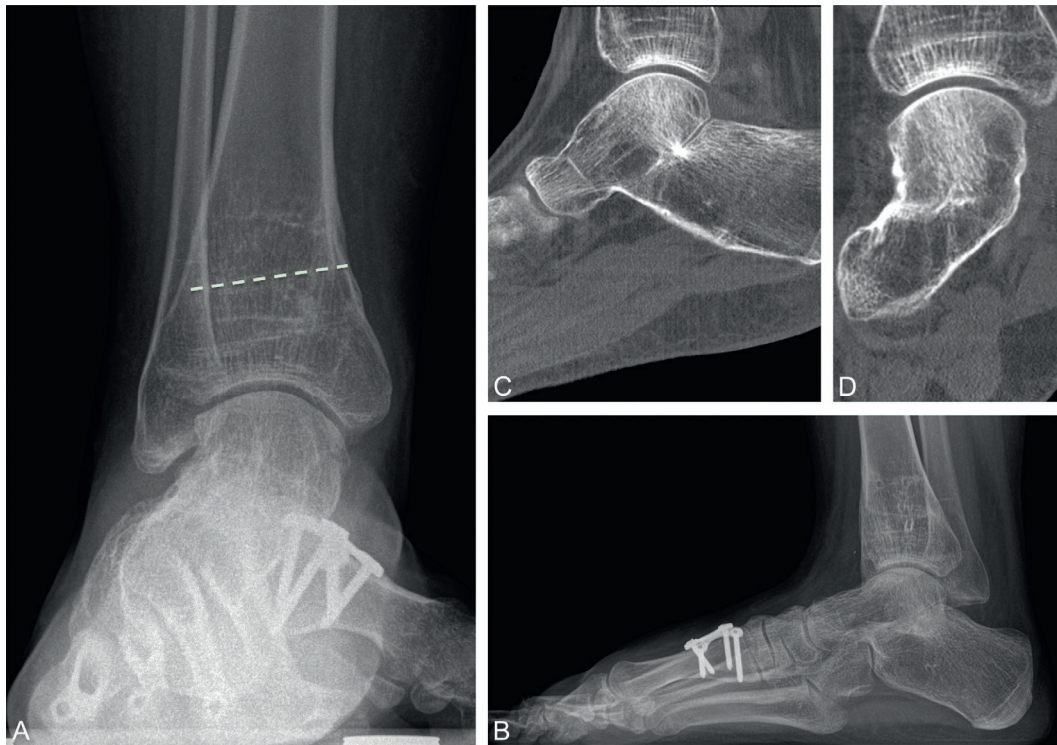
Radiographie postopératoire du même patient qui est asymptomatique.
